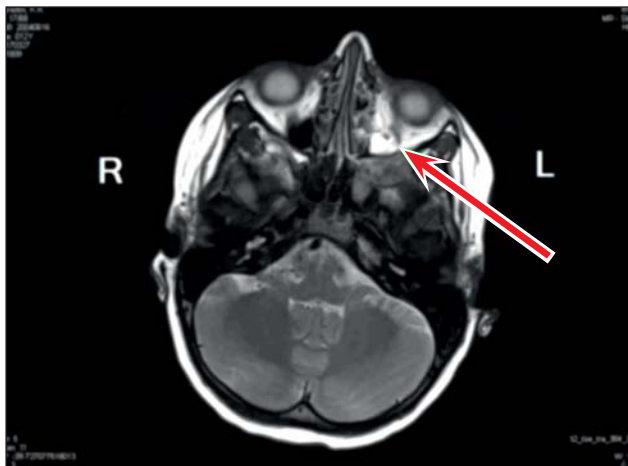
Пациент М., 12 лет. Магнитно-резонансная томография, выполненная до начала специального лечения: фронтальная проекция черепа с внутривенным контрастированием
